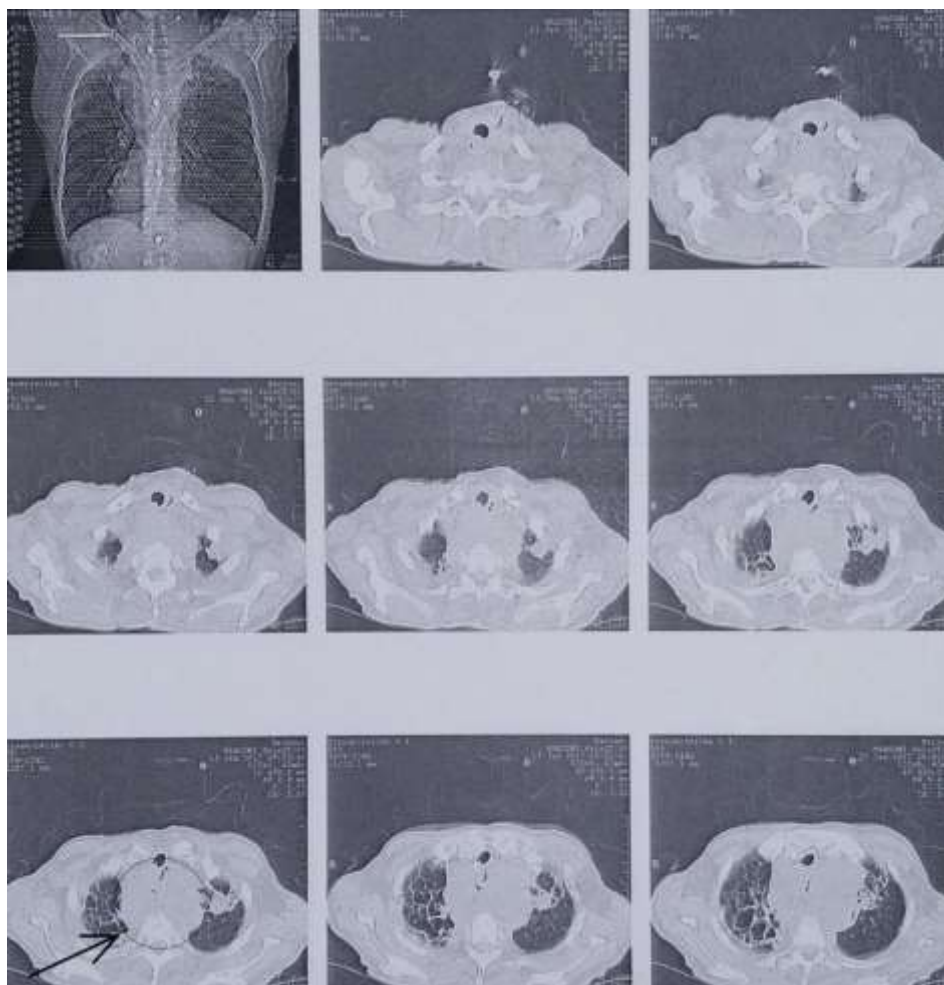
Спіральна комп'ютерна томографія. Дифузна інфільтрація клітковини верхнього середостіння при ГМ.
